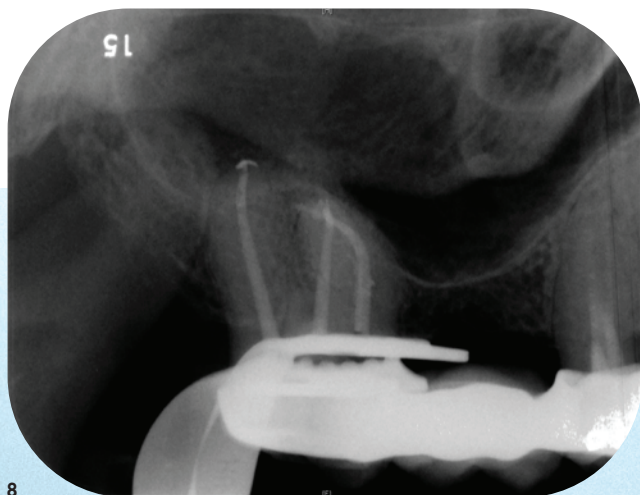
Postoperatives Einzelröntgenbild Regio 14–17.
